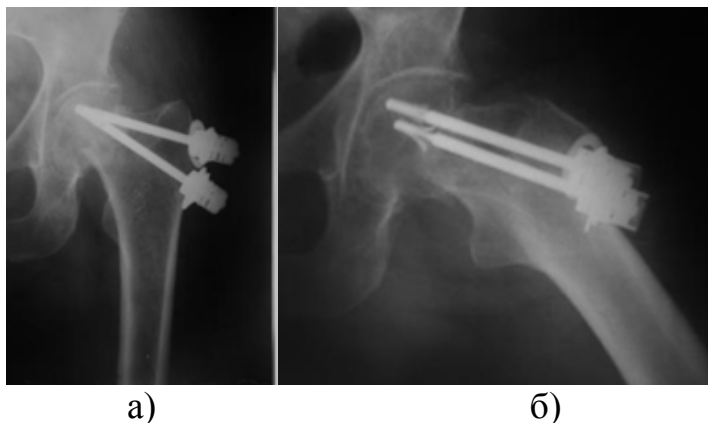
Рентгенограммы больной Ш. и/б №106050, прямая (а) и боковая (б) проекции
